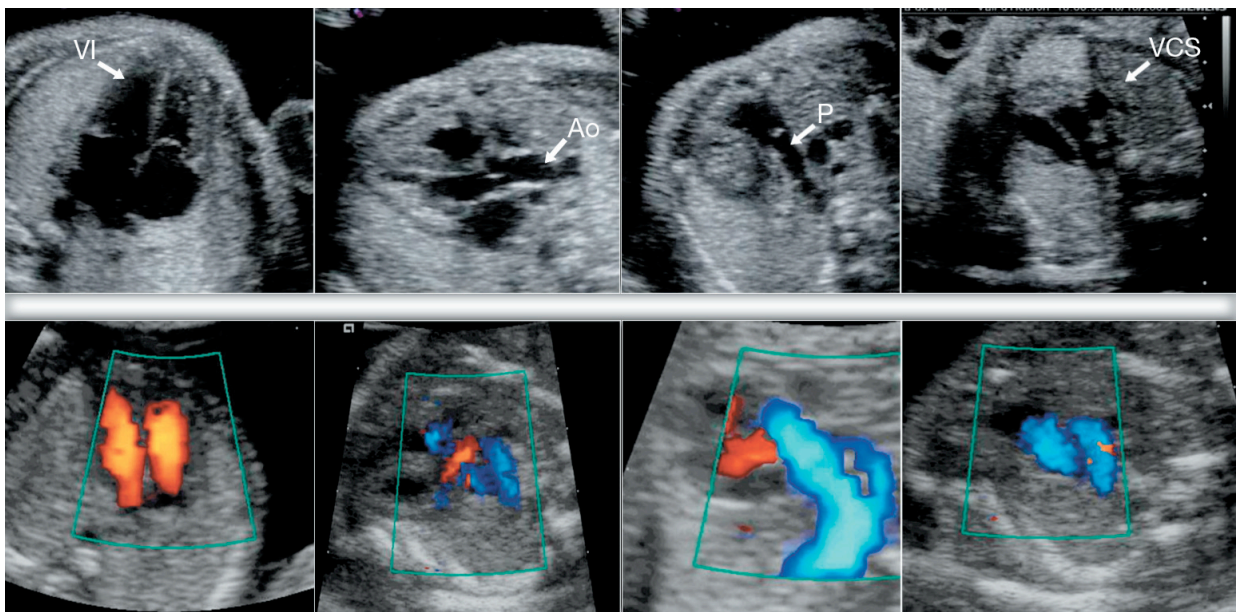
Visión eco-2D contrastado con Doppler color de los diferentes planos:
